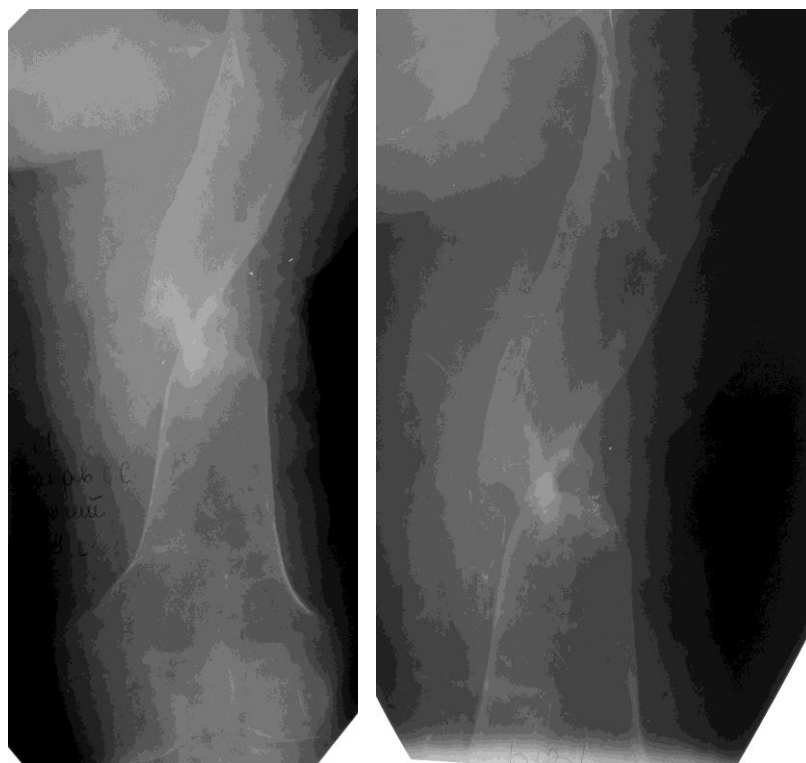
Фото рентгенограм. Атрофічний хибний суглоб середньої третини стегнової кістки зліва на фоні ГГЦ.
